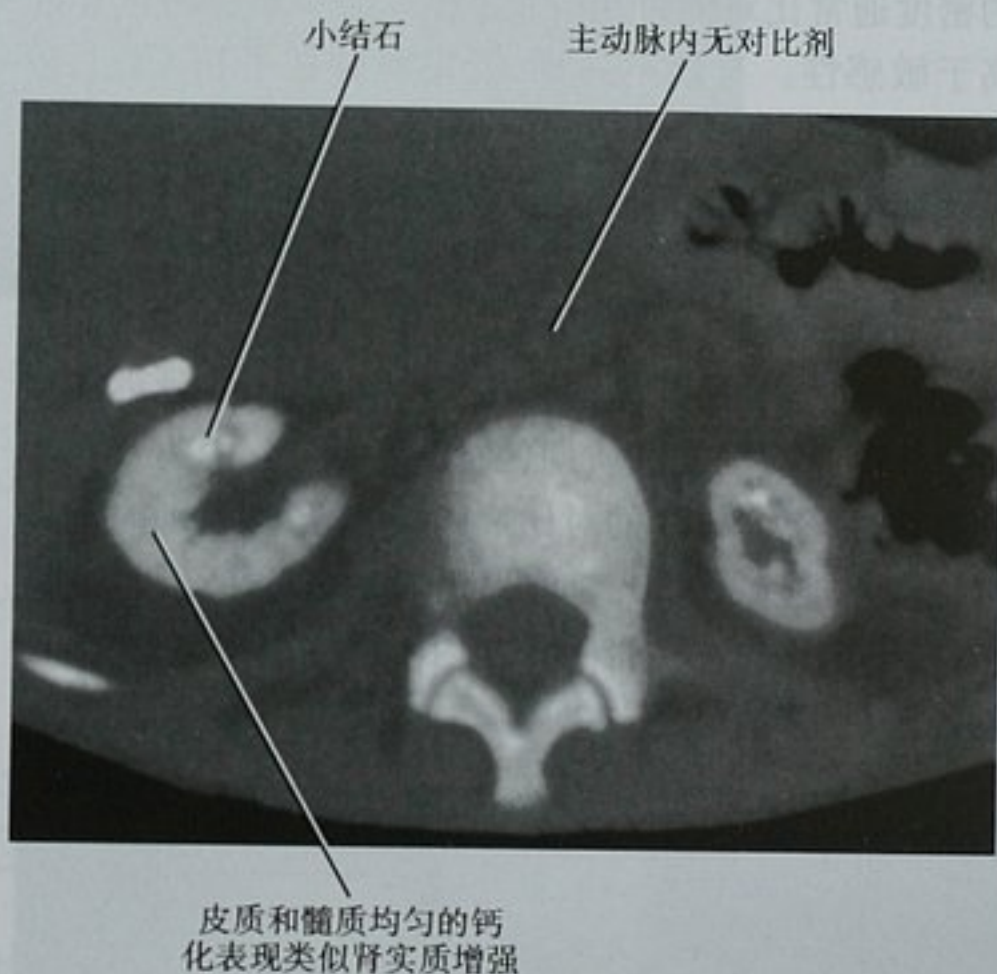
肾脏平扫 CT 横断位图像显示 1 例儿童同时存在肾髓质和皮质钙质沉积症,他由于原发性高草酸尿症最近进行了肾移植术(右肾前方的外科引流)
